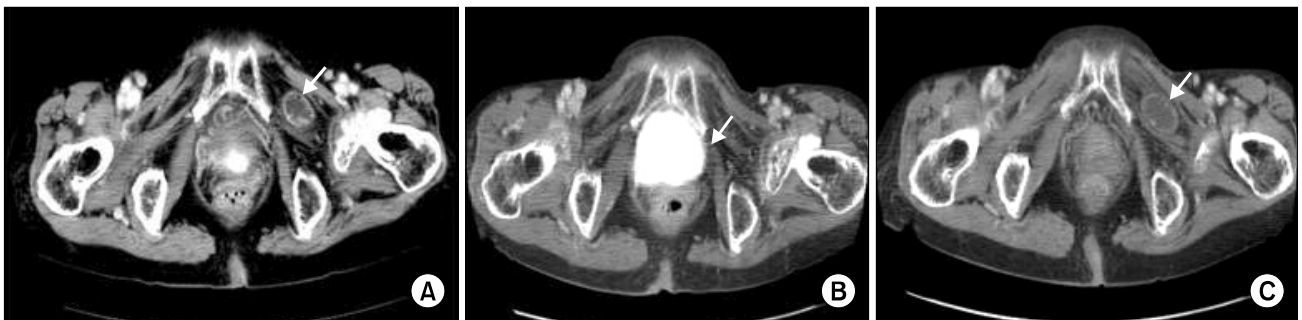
Abdominal and pelvic CT scans of Case 1 in time series. (A) A small bowel segment is herniated through the left obturator foramen between pectineus and obturator externus muscle (arrow). (B) The left obturator canal is empty and dilated (arrow). (C) There is reherniated small bowel segment in the left obturator foramen (arrow).
